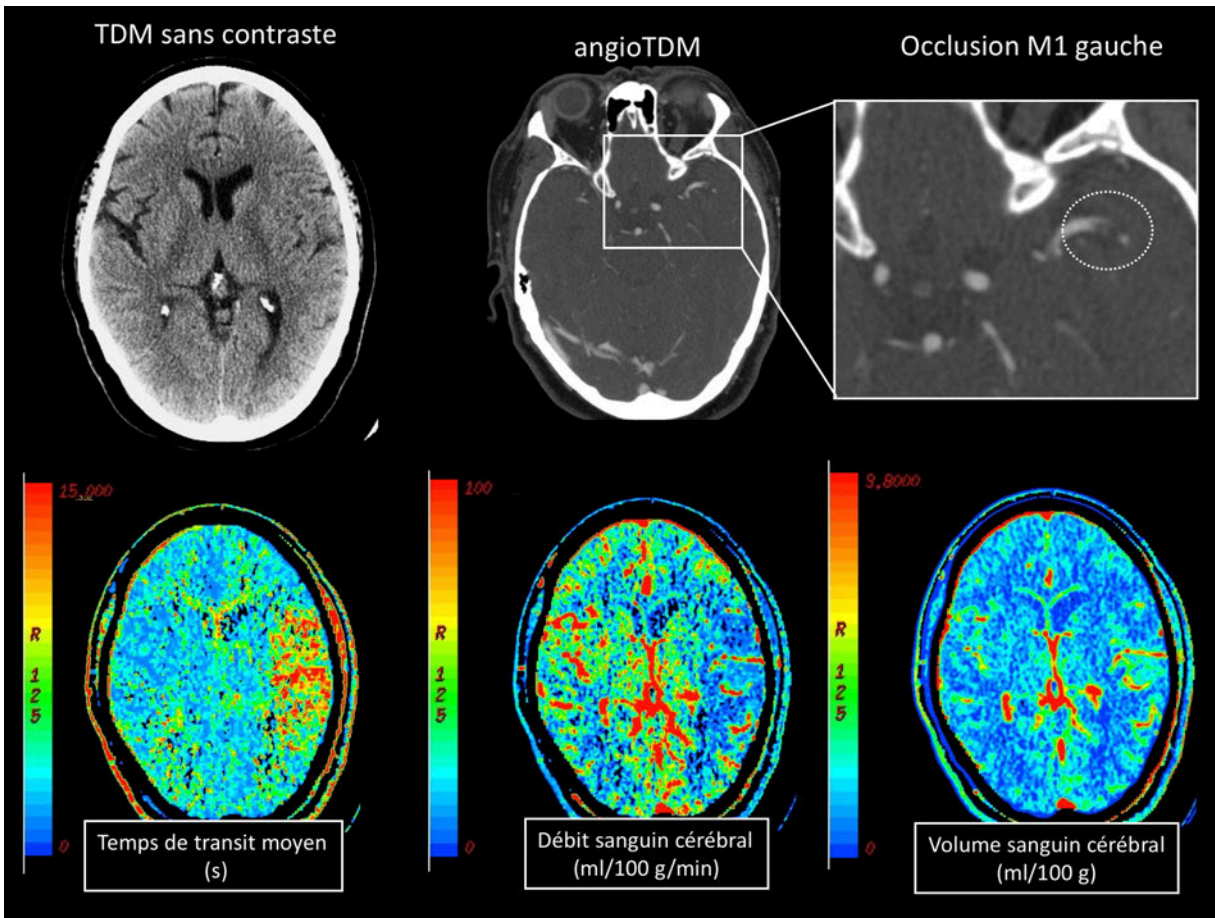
Exemple de carte de perfusion dans un contexte d'accident vasculaire cérébral aigu clinique par occlusion du segment M1 gauche de l'artère cérébrale moyenne gauche. Prolongation du temps de transit moyen couplé à une diminution du débit sanguin cérébral dans le territoire sylvien suggérant une pénombre avec recrutement compensatoire de collatérales leptoméningées démontré par une légère élévation du CBV. Ce patient a bénéficié de thrombolyse intraveineuse avec récupération clinique rapide. Une IRM avec séquence de diffusion réalisée 24 heures plus tard (non illustrée) a démontré l'absence d'infarctus cérébral dans le territoire sylvien gauche.
